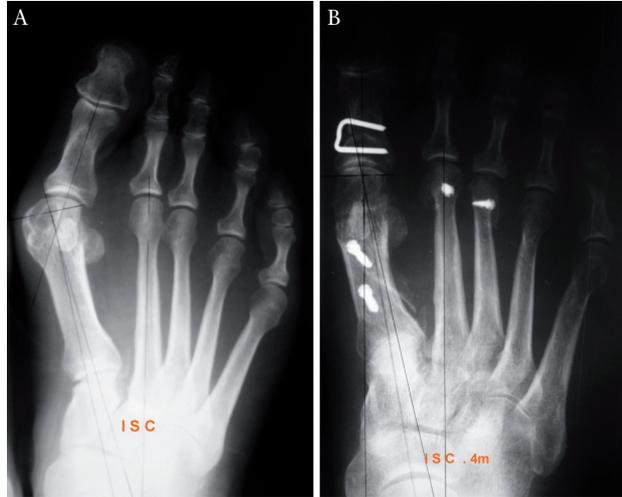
A) Radiografía preoperatoria. B) Radiografía postoperatoria.
